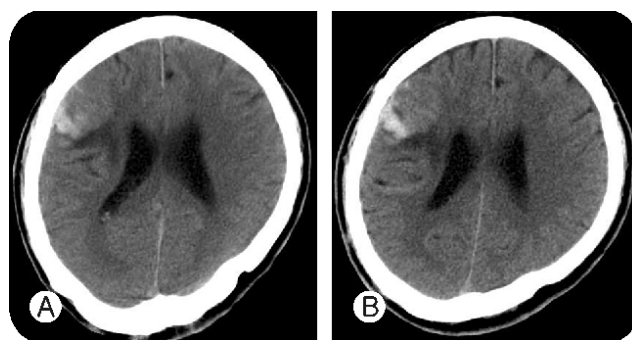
CT scans obtained 1 hour(A) and 5 hours(B) postinjury in negative progressive intracranial hemorrhage.
